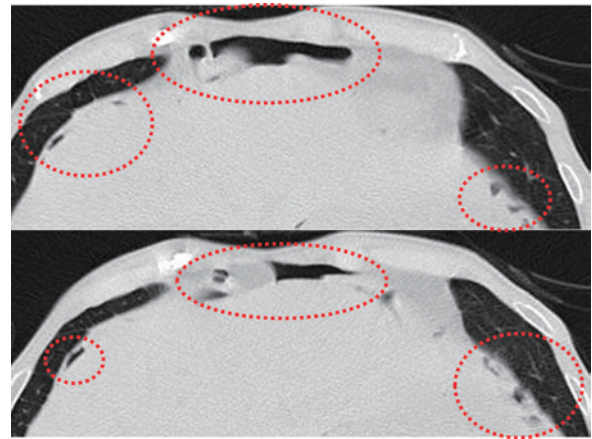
腹部単純CT所見：両側横隔膜下肝右葉，内側区域，外側区域の腹側と胆嚢周囲から腹部全体に小規模な腹腔内遊離ガス像（小気泡像）の散在，十二指腸球部の壁肥厚を認めたが，腹腔内遊離液体は認めない
